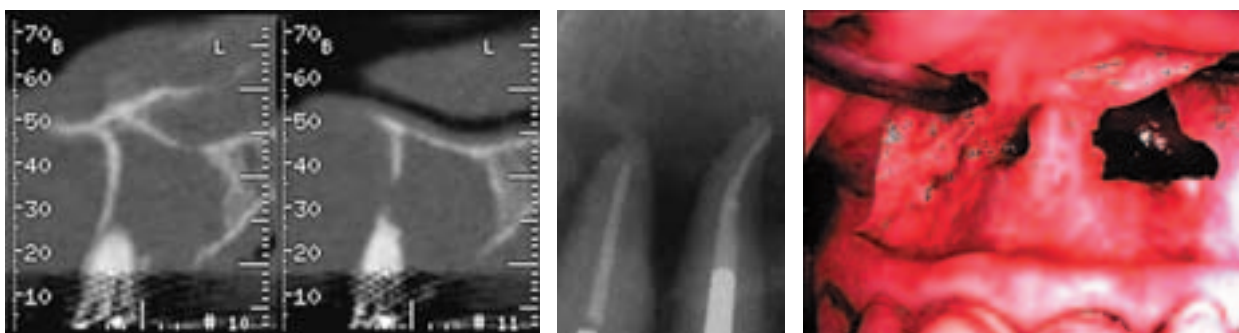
Zyste Oberkiefer links Regio 21/22, CT. – Abb. 2: Radikuläre Zyste 21/22, Röntgenbild. – Abb. 3: OP-Situation.
